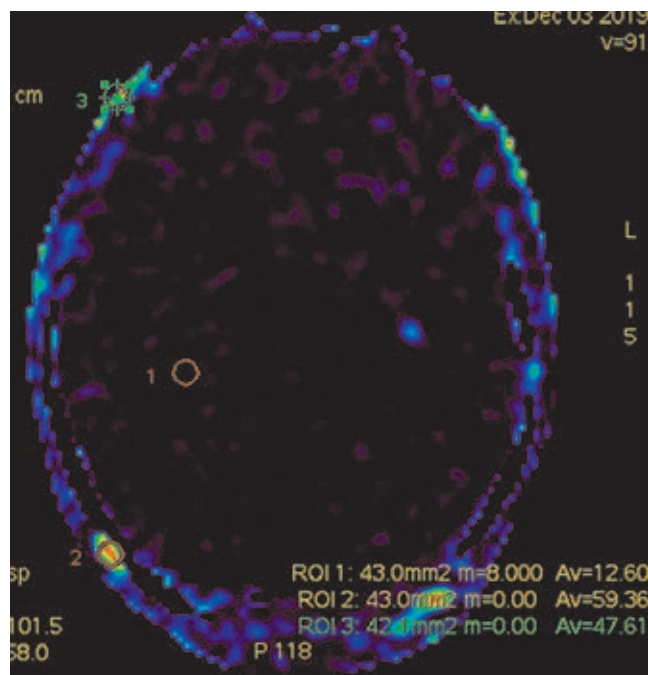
Бесконтрастная МР-перфузия (ASL), аксиальная плоскость. Отсутствие перфузии в головном мозге. Определяется перфузия в мягких тканях черепа, визуализируются экстракраниальные артерии
